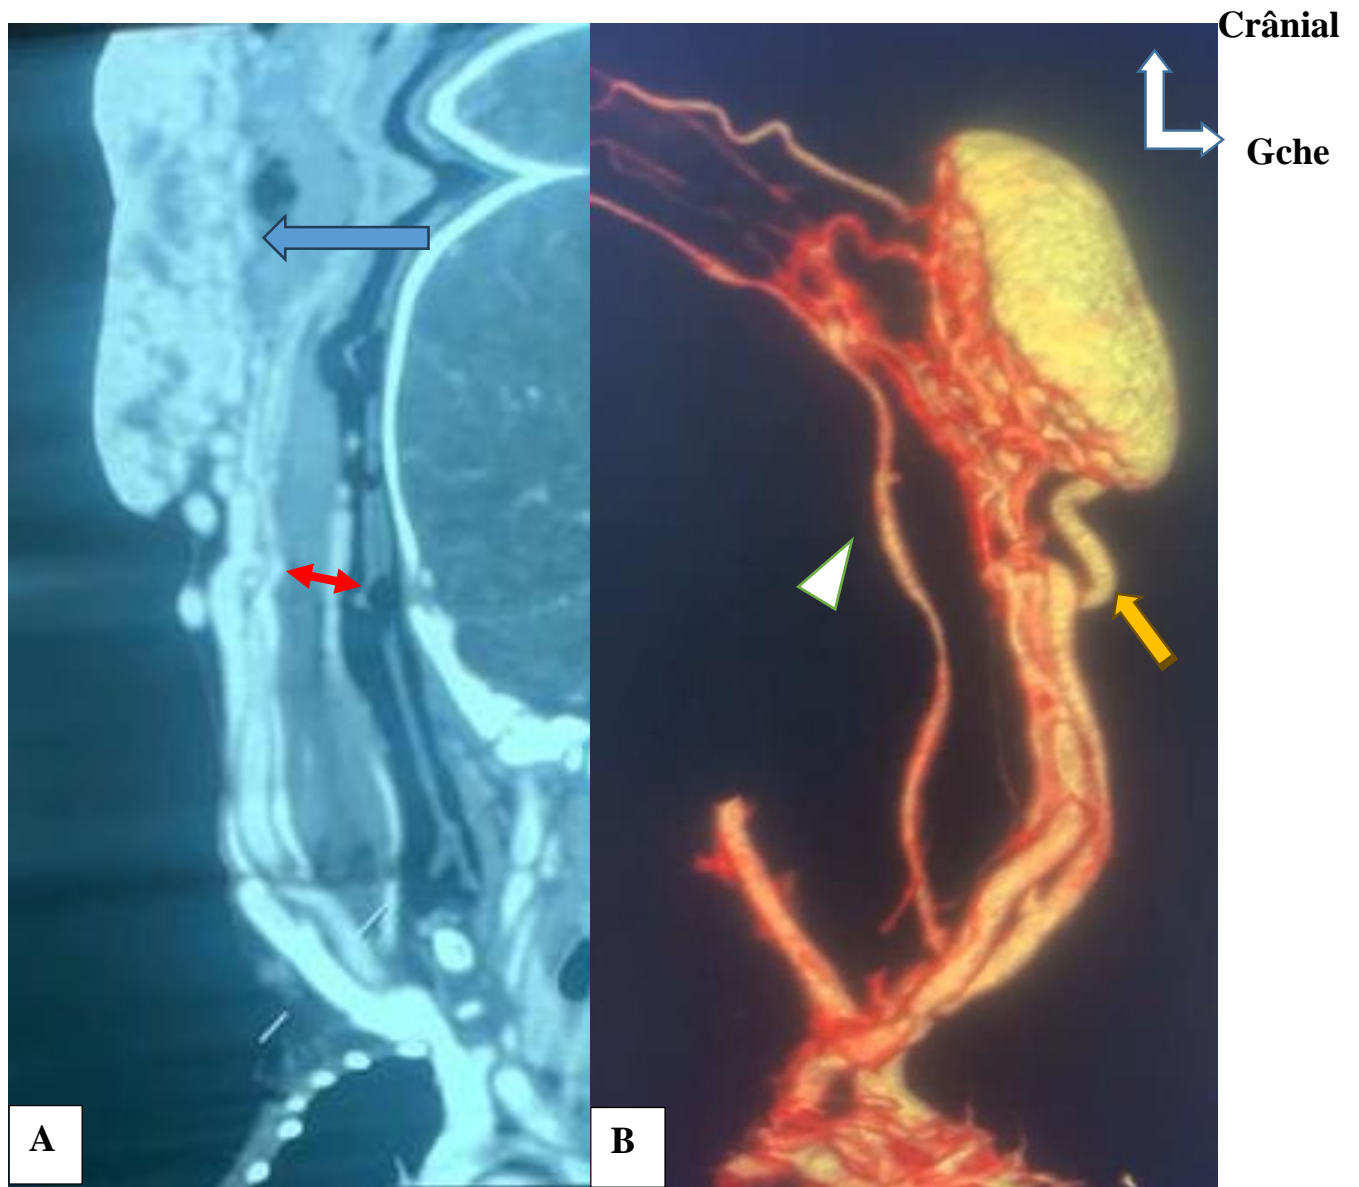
Images Angio-TDM de la MAV du coude droit en reconstruction MIP coronale (A) et 3D (B) mettant évidence des dilatations vasculaires (flèche) avec shunts artérioveineux entre l'artère brachiale la veine basilique (tête de flèche).
